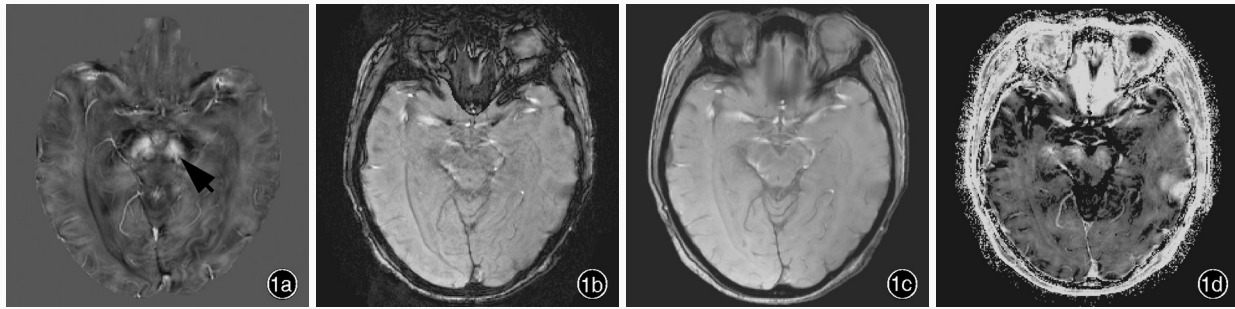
女性患者,53岁,临床诊断为帕金森病。头部MRI检查所见 1a 横断面QSM图显示,左侧黑质致密部背外侧区卵圆形低信号影(箭头所示) 1b~1d 同层面SWI图、幅度图和R<sub>2</sub>\*图均显示不佳
